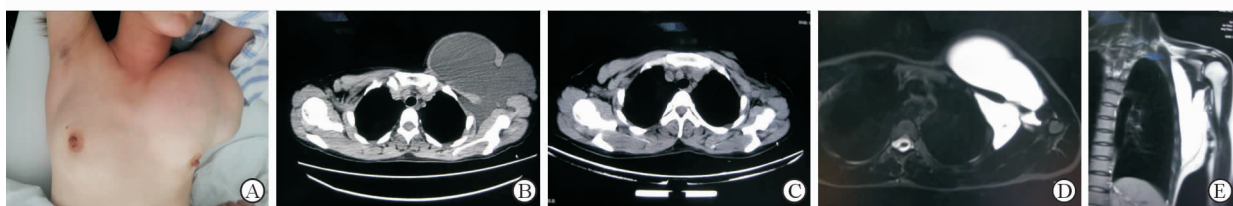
病例 3 的术前外观、术前和术后 CT、术前 MRI
